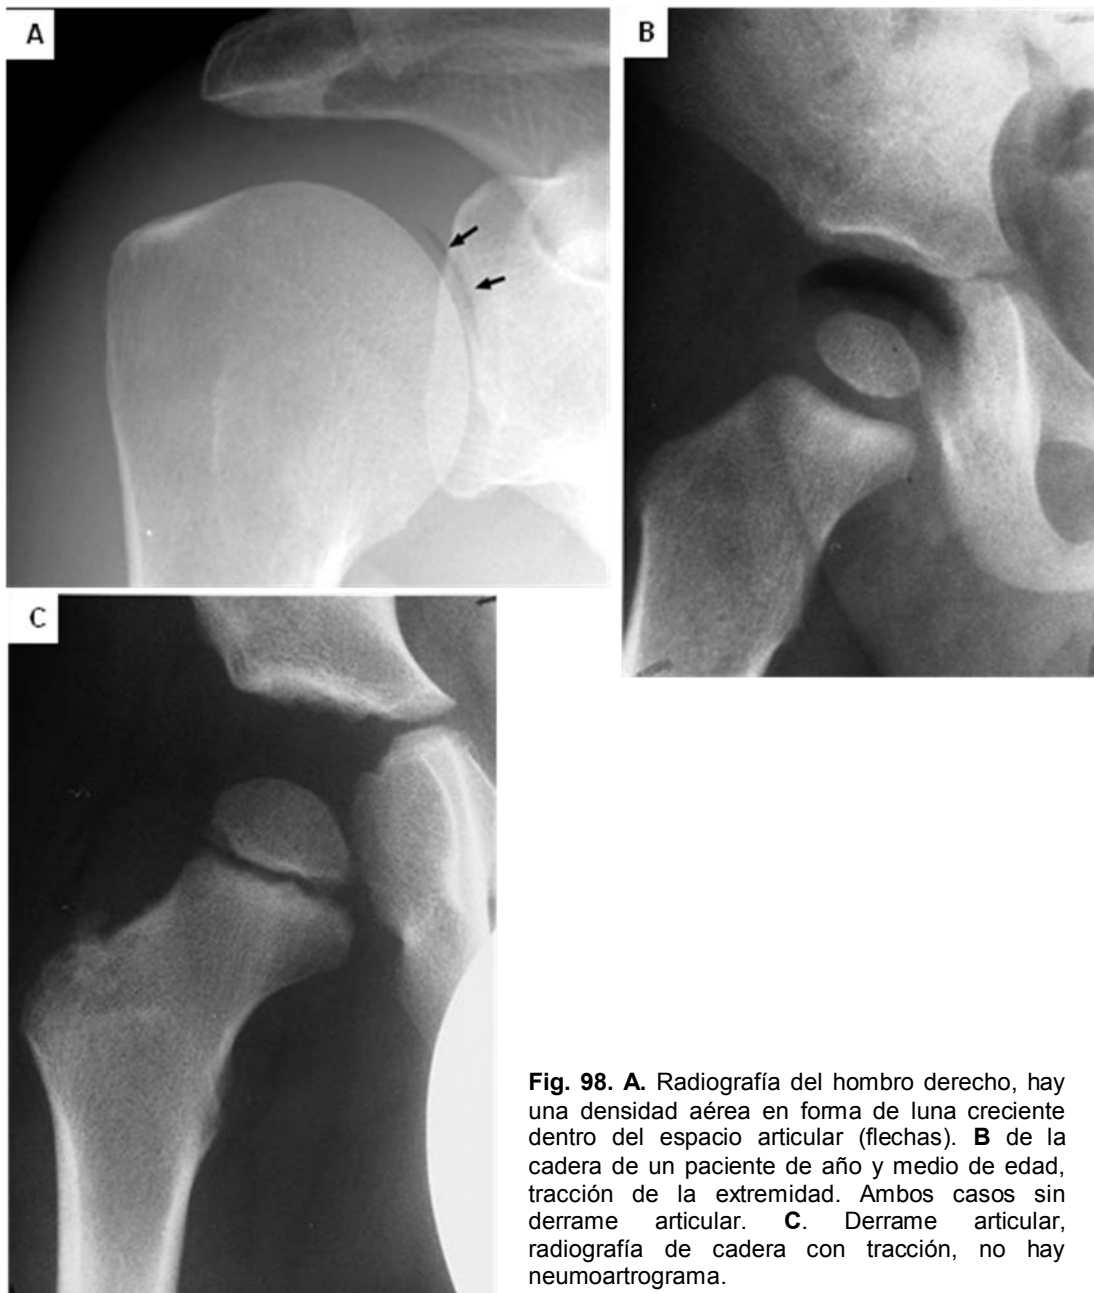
A. Radiografía del hombro derecho, hay una densidad aérea en forma de luna creciente dentro del espacio articular (flechas). B de la cadera de un paciente de año y medio de edad, tracción de la extremidad. Ambos casos sin derrame articular. C. Derrame articular, radiografía de cadera con tracción, no hay neumoartrográma.
